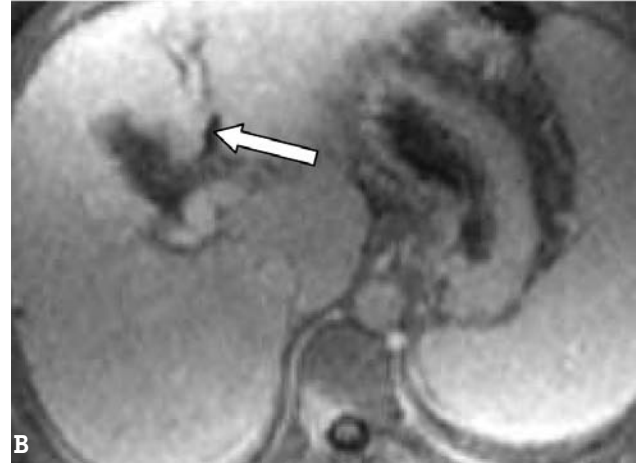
Fokal konfluen fibrozis. Bilgisayarlı tomografi (A), T1 (B) ve T2 (C) ağırlıklı MR kesitlerinde kapsüler retraksiyon oluşturan ve portal hilusa doğru uzanım gösteren lezyon (ok)
